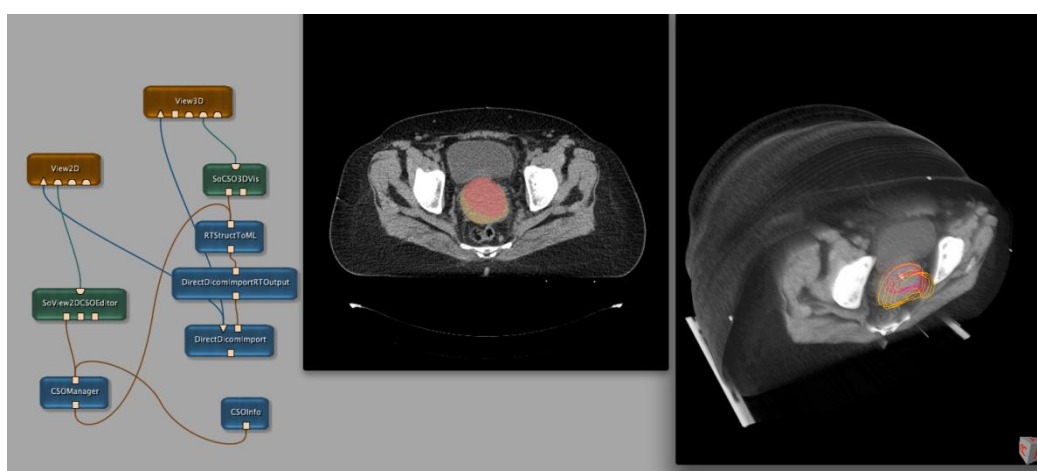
Visualização de imagens e volumes de interesse com MEVISLAB. À esquerda: conjunto de ícones correspondentes à programação. Ao centro: vista axial de TC com projecção de volume-alvo considerado por dois observadores independentes. À direita: reconstrução tridimensional da TC com representação de volume-alvo de dois observadores independentes.
